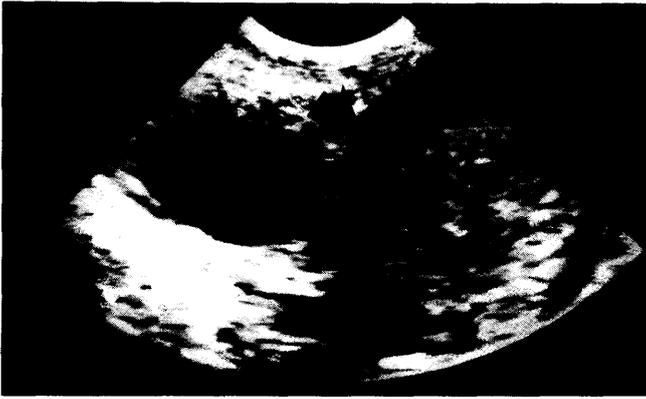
Sonographisches Querschnittbild der Aorta (rechts) und der Arteria iliaca externa sinistra (links), 5-MHz-Sektorschallkopf, transrektal. Die Aorta ist praktisch vollständig von einem echodichten (hellen) Thrombus ausgefüllt. Blutfluß ist nur noch entlang der Gefäßwand erkennbar (Pfeil). In der Arteria iliaca externa sinistra ist ein homogenes, echoarmes (dunkles) Binnenecho zu sehen. Es ist durch fließendes Blut verursacht.
